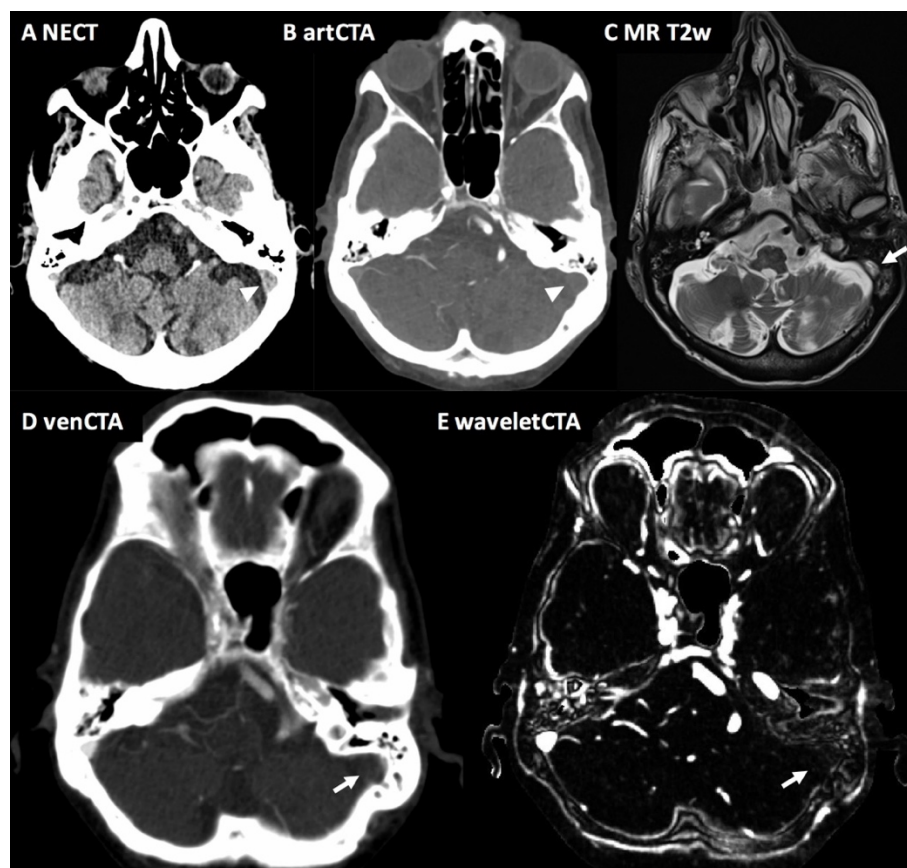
CVST in einem Patienten mit unauffälliger CCT, CTA und konventioneller CTP
